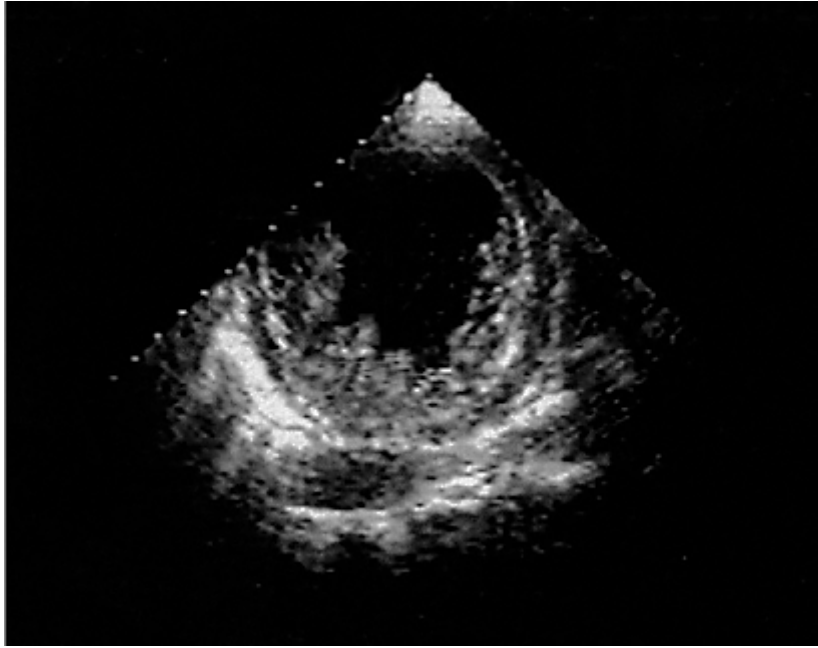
Эхокардиограмма левого желудочка в проекции короткой оси в систолу.
